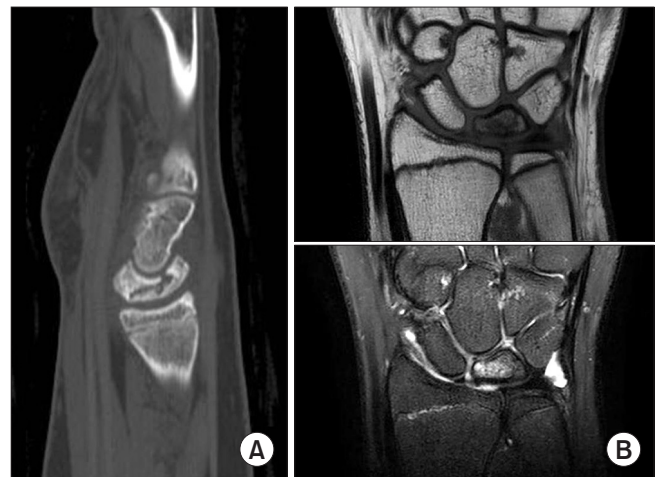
(A) Sagittal computed tomography image shows bony fragmentation of the lunate bone. (B) Coronal T1-weighted magnetic resonance imaging (MRI) shows diffuse hypointensity of the lunate bone. Coronal T2-weighted fat-suppressed MRI shows diffuse hyperintensity and collapse of the lunate bone.
